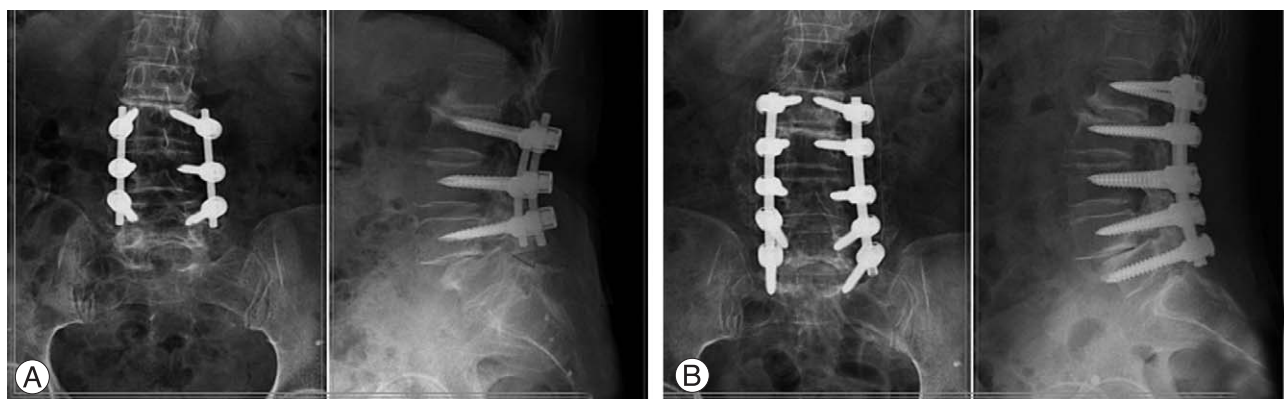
Posterolateral fusion with instrumentation at L3-4-5 in a 62 year-old male patient. (A) Postoperative 2 years, plain radiographs show both upper and lower adjacent degenerative changes. (B) Extended posterior decompression and instrumented posterolateral fusion were performed. At the last follow-up, clinical result was good according to the modified Brodsky's criteria.
